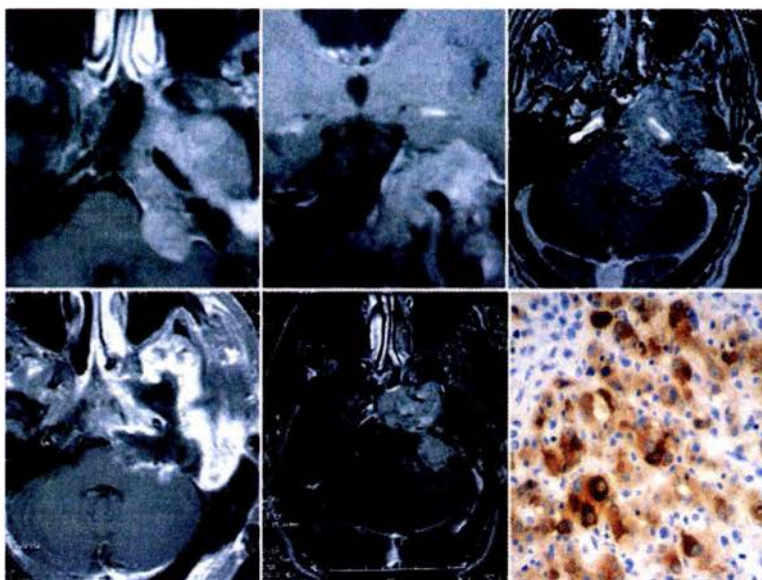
Ejemplo de paraganglioma maligno con rápida recurrencia. Arriba Izquierda y centro: RM obtenida después del tratamiento previo de la Lesión del glomus timpánico con cirugía y radioterapia. Arriba a la derecha: RM un año más tarde. La cual muestra, rápido crecimiento del tumor. Abajo izquierda: RM después de la resección quirúrgica. Centro abajo: RM de control, se observa nuevo crecimiento del tumor en pocos meses. Abajo derecha: Fotomicrografía de las células tumorales después de fijación inmunohistoquímica para cromogranina. Nótese los gránulos color café en el citoplasma celular.
